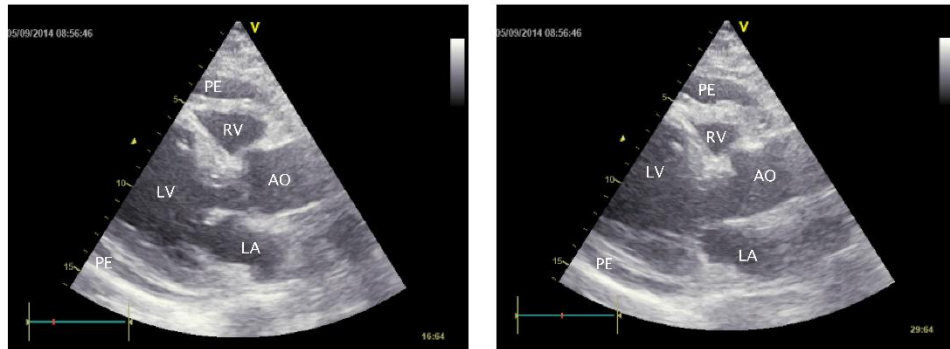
Transthoracic echocardiographic images; still frames from parasternal long axis views (A – diastolic, B – systolic): severely impaired left ventricle systolic function with the estimated ejection fraction of 25%, pericardial effusion. AO, aorta; LA, left atrium; LV, left ventricle; PE, pericardial effusion; RV, right ventricle.
